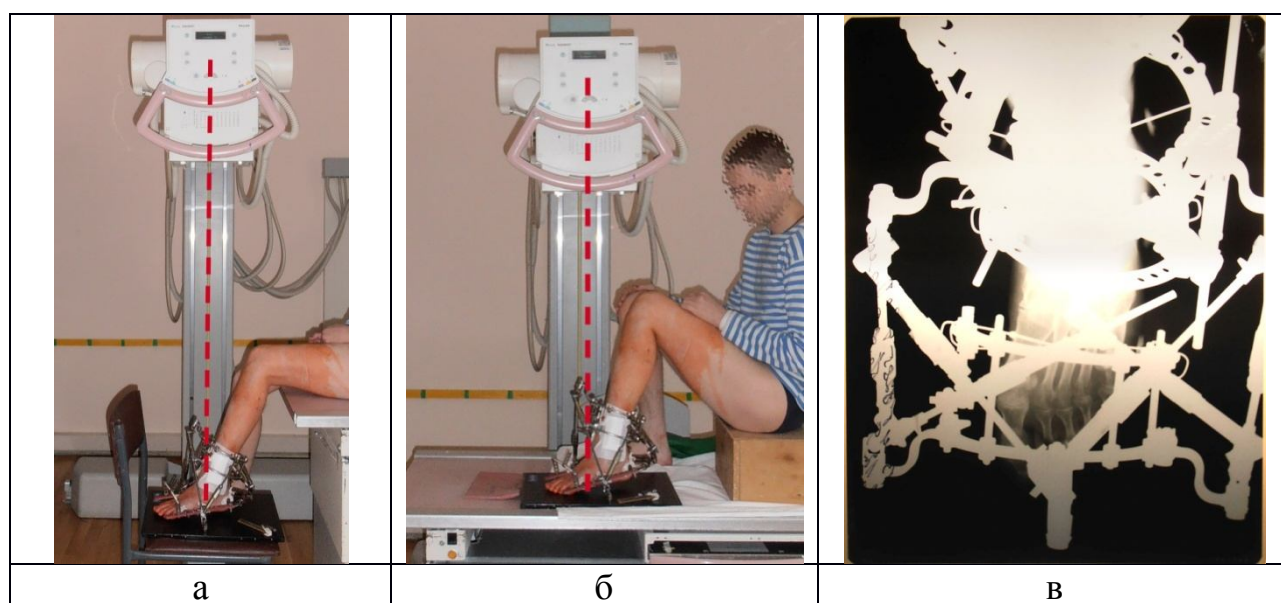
Укладки для проведения рентгенографии переднего и среднего отделов стопы: а – укладка для прямой проекции, когда тубус заводится за пределы рентгенологического стола; б – укладка для прямой проекции, производимой на столе; в – рентгенограмма переднего и среднего отделов стопы в прямой проекции
